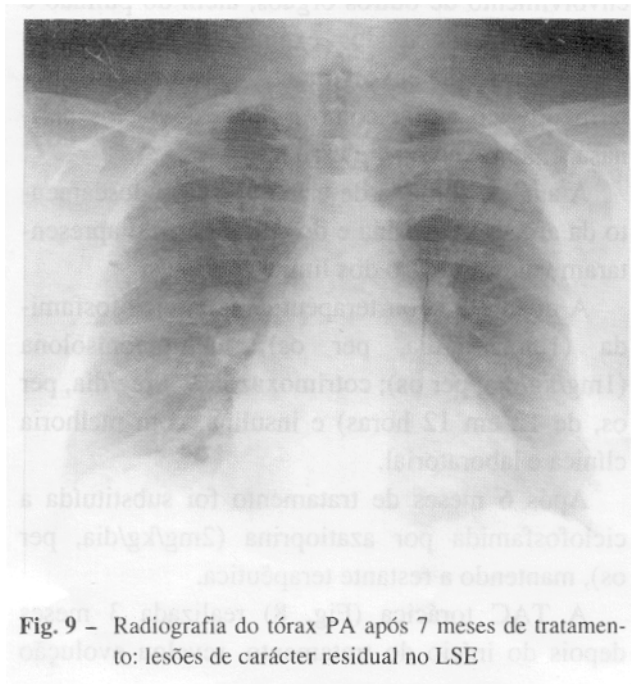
Radiografia do tórax PA após 7 meses de tratamento: lesões de carácter residual no LSE
